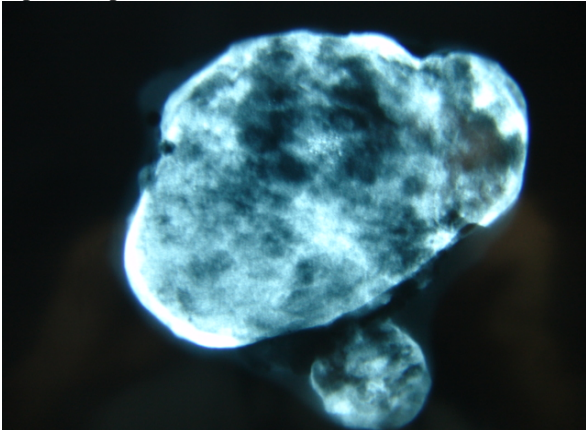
Radiografía de la pieza en plano bidimensional reportada por Aitken
